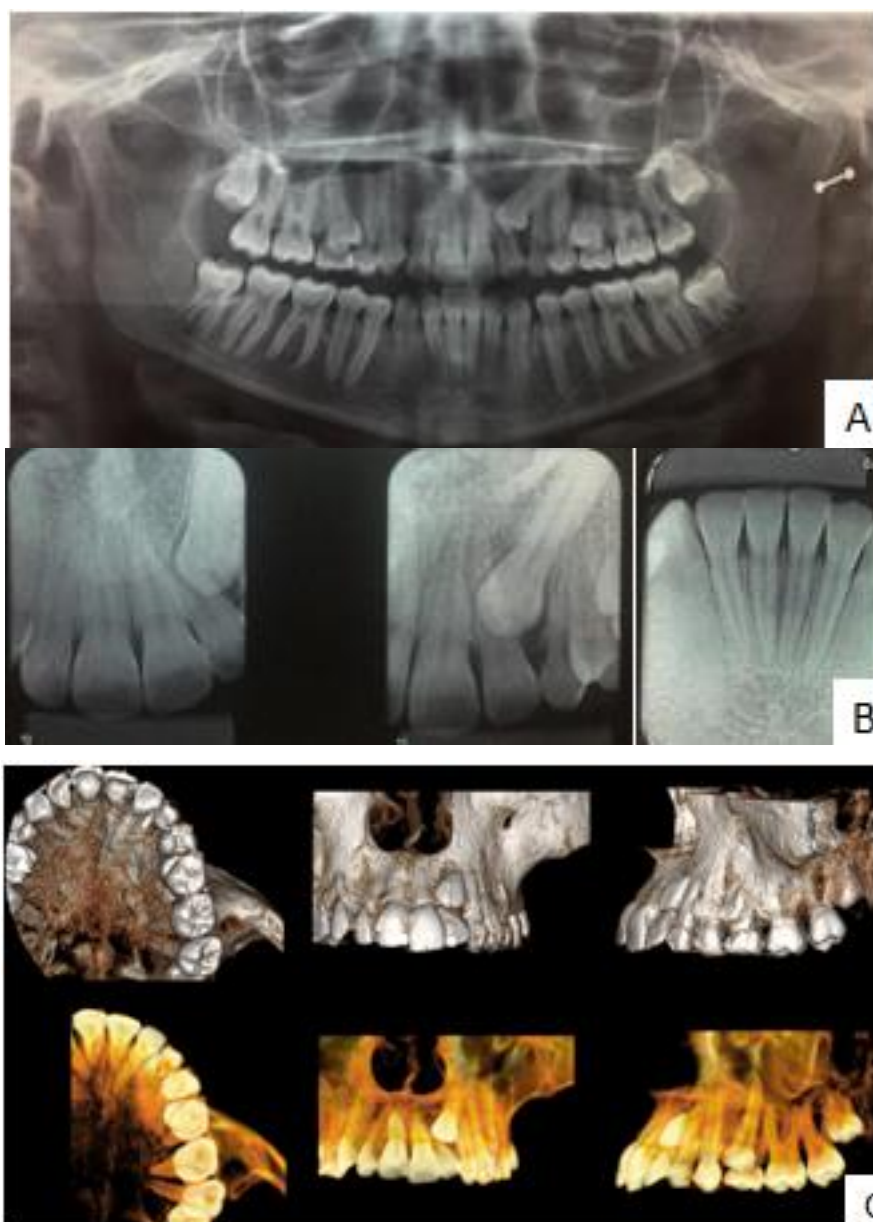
A- Radiografia panorâmica; B- Radiografias periapicais C- Tomografia
